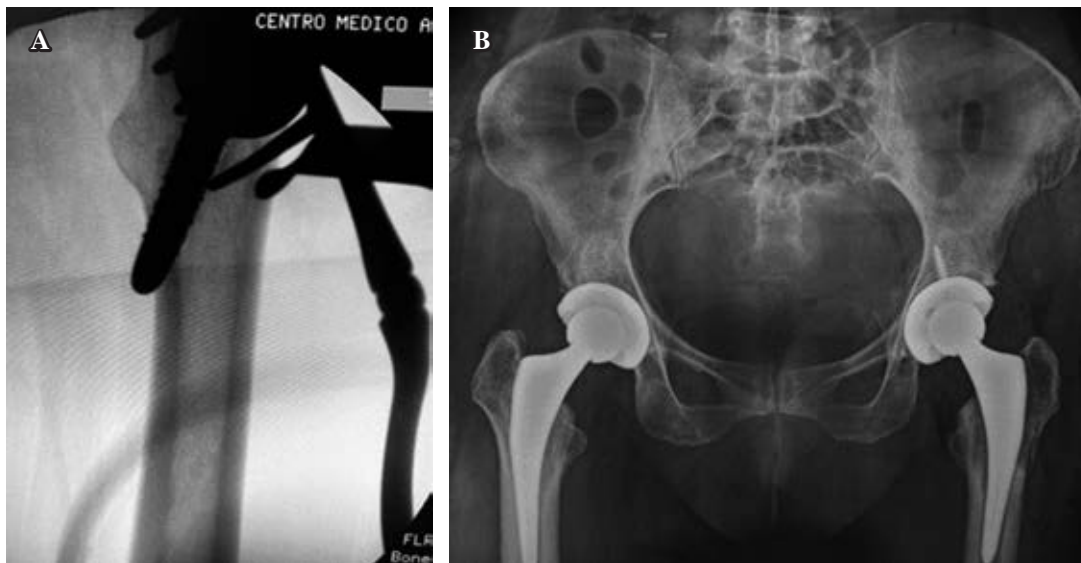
Lateral femoral cortex perforation. X-ray taken to verify a resistance change during femoral canal preparation. A) Lateral cortex perforation fracture not compromising the stem stability. B) postoperative anteroposterior (AP) pelvis X-ray
